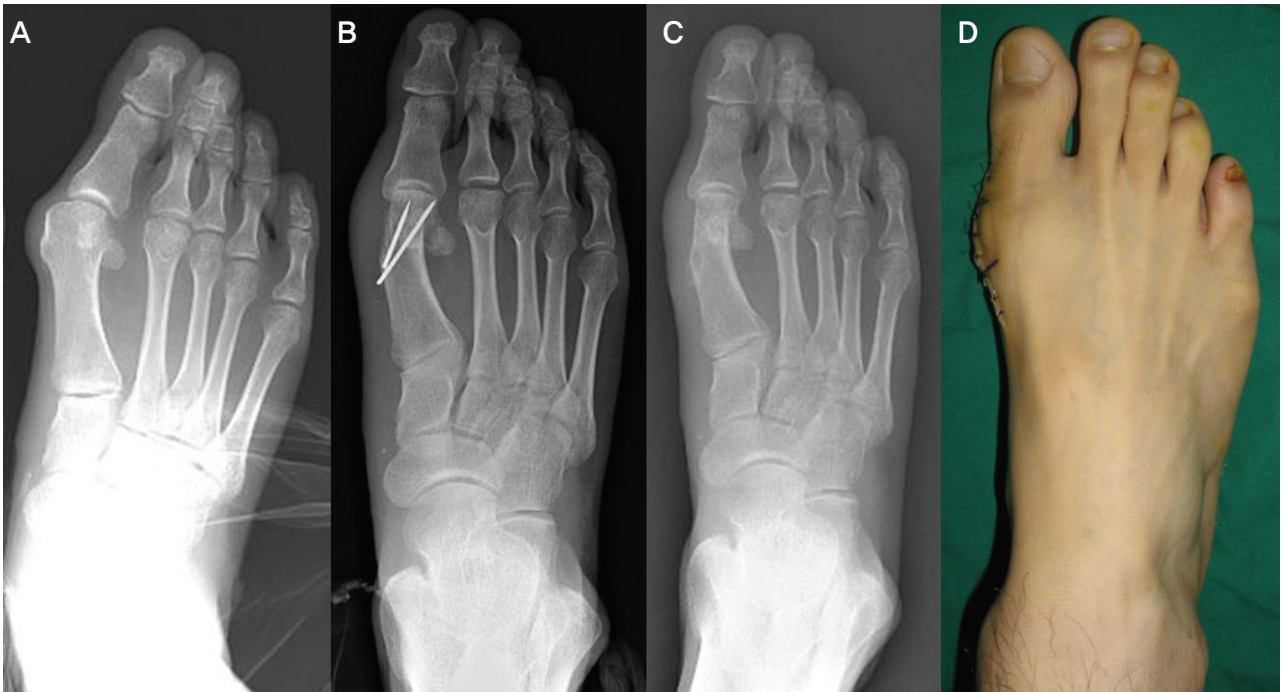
Anteroposterior radiographs and gross photograph of distal chevron osteotomy. (A) preoperative radiograph, (B) immediate postoperative radiograph, (C) last follow-up radiograph, (D) immediate postoperative gross photograph.
